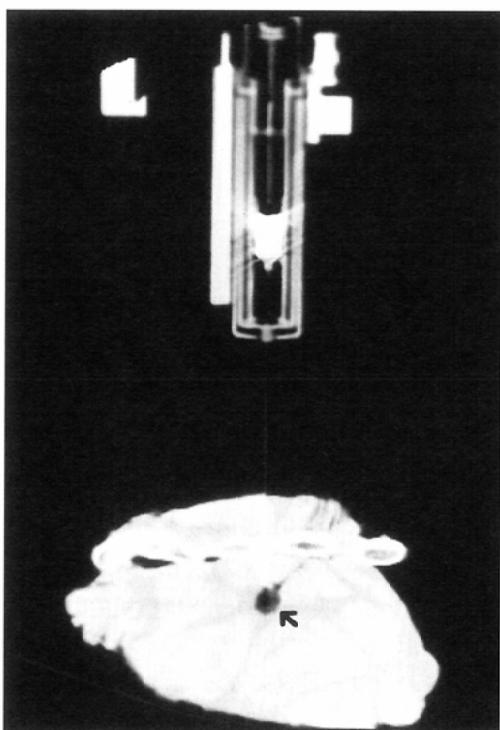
CT image obtained when the artificial nodular lesion (arrow) within the meat was biopsied using our newly-developed equipment. Note that whole needle is clearly depicted with little artifact.
